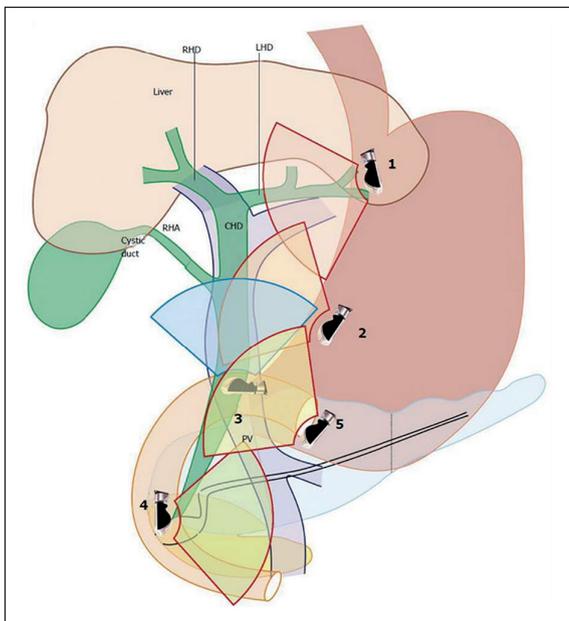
Ultrasonografía Endoscópica Lineal bilio-pancreática puntos anatómicos de referencia (Malay Sharma et al. World J Gastrointest Endosc 2015; 15: 1170-80).
